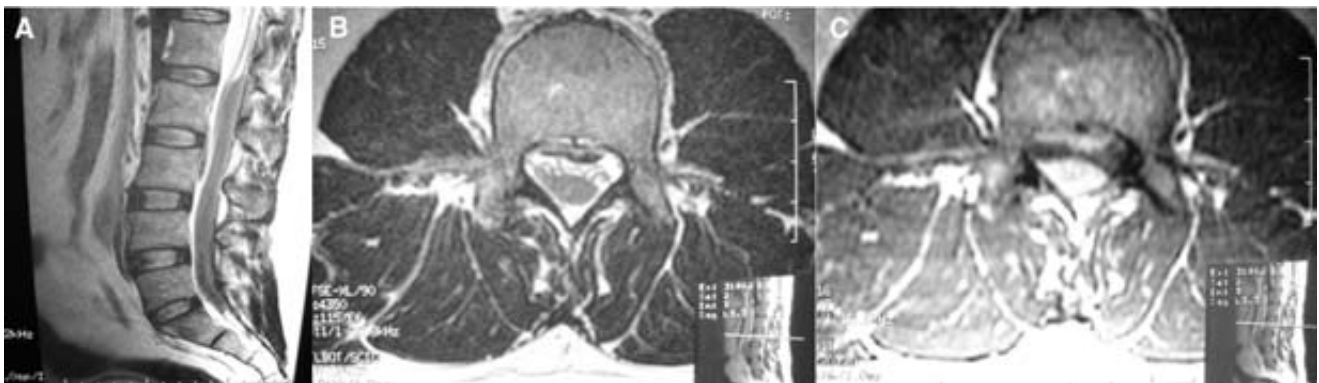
Resonancia magnética de columna lumbar. A) Corte sagital ponderado T2 donde se aprecia hematoma subdural que se extiende desde L2 hasta L5. B) Hematoma contenido dentro del saco dural. C) Imagen ponderada de T1 que muestra el hematoma rodeando la raíz nerviosa de forma anterior y posterior.
